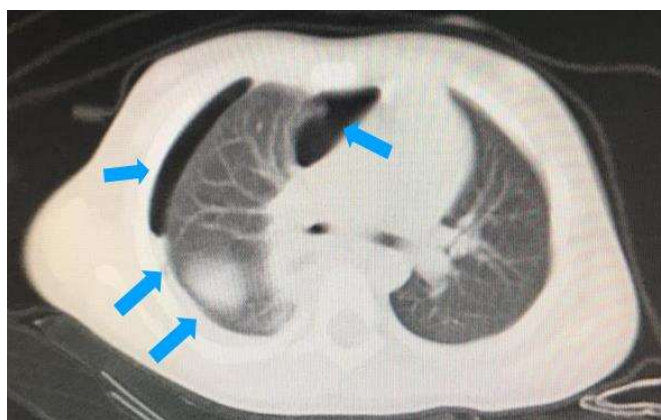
Tomografia computadorizada de tórax evidenciando hidropneumotórax à direita (setas azuis).
